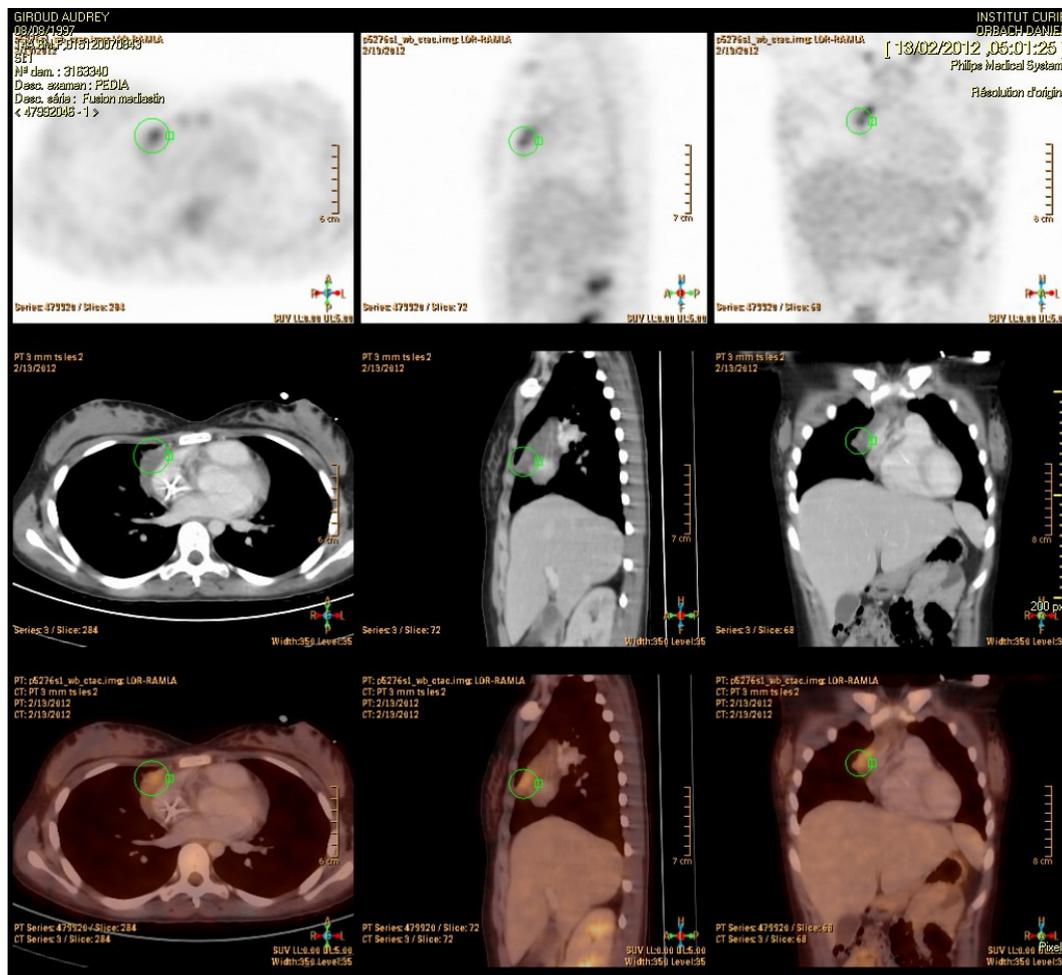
Enfant de 12 ans traitée pour un lymphome B, évaluation en fin de traitement par PET scanner : résidu tumoral antérieur difficilement accessible par voie percutanée.
